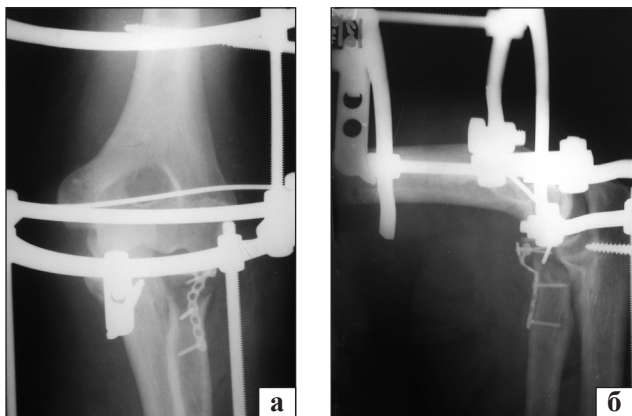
Рентгенограммы локтевого сустава в прямой (а) и боковой (б) проекциях непосредственно после операции
